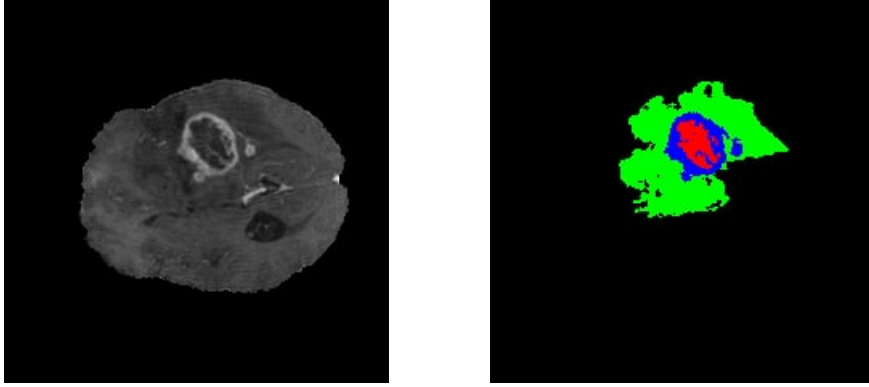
МРТ - снимок и соответствующая ему сегментационная маска
